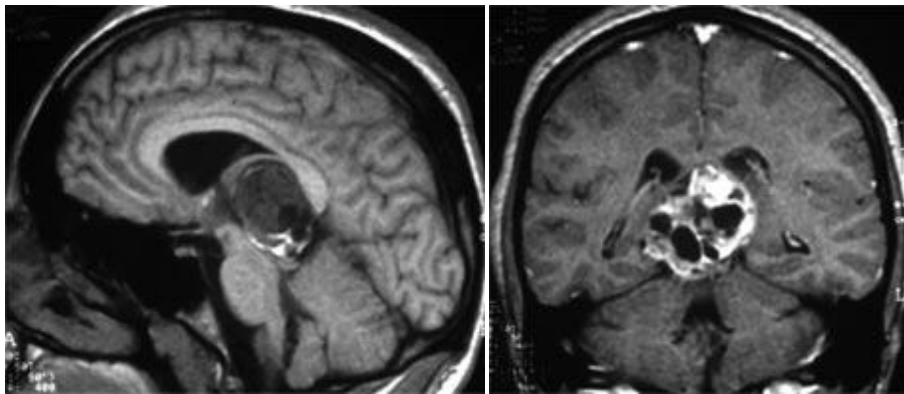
IRM en séquence T1(A) et séquence T2 (B) d'un patient avec un large tératome de la RP et du V3
